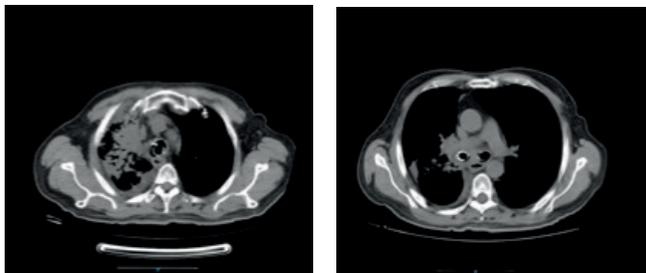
TAC de tórax 3 meses luego del tratamiento con radioterapia. A. Distorsión de la arquitectura y bandas pleuroparenquimatosas de los segmentos superiores de los lóbulos inferiores en una probable relación con cambios por radioterapia. B. *Stent* traqueobronquial permeable, sin áreas de estenosis, con cámara de aire entre las paredes del *stent* y las paredes de la tráquea y los bronquios.
